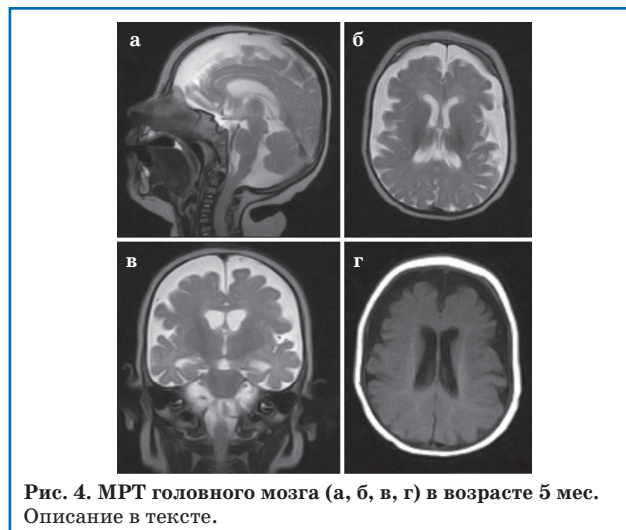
МРТ головного мозга (а, б, в, г) в возрасте 5 мес. Описание в тексте.
